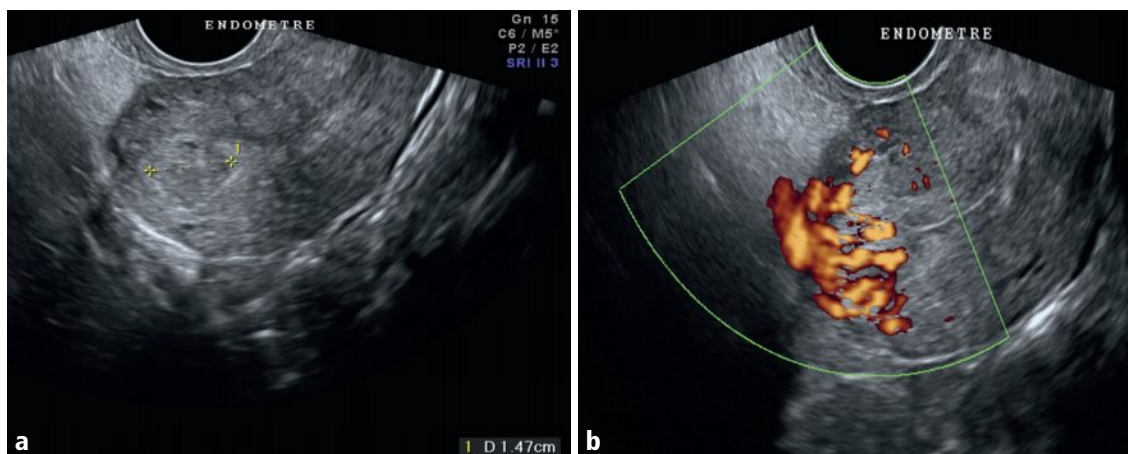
a, b Utérus en coupe sagittale en mode B (a) et en Doppler énergie (b).
